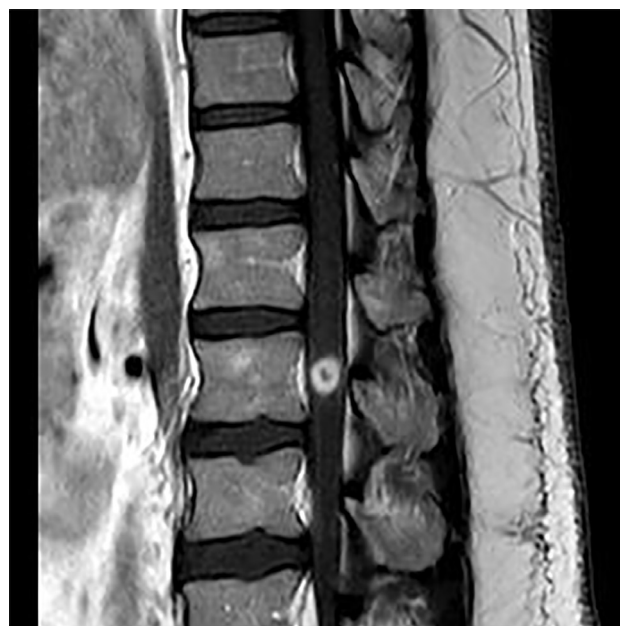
Resonancia magnética nuclear donde se objetiva masa intradural a nivel de cono medular sin compromiso vertebral.
